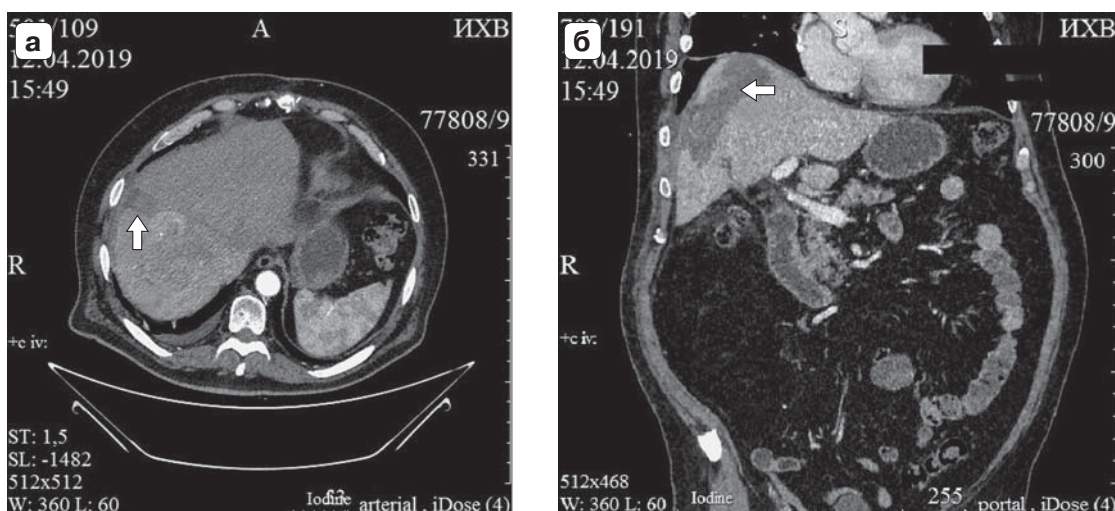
Компьютерная томограмма. Исследование на 24-е сутки после первого вмешательства: а — аксиальная проекция; б — фронтальная проекция. Стрелкой указана зона некроза паренхимы печени после РЧА. Левая доля печени подверглась гипертрофии, в большей степени за счет IV сегмента, правая доля уменьшилась в размере.
